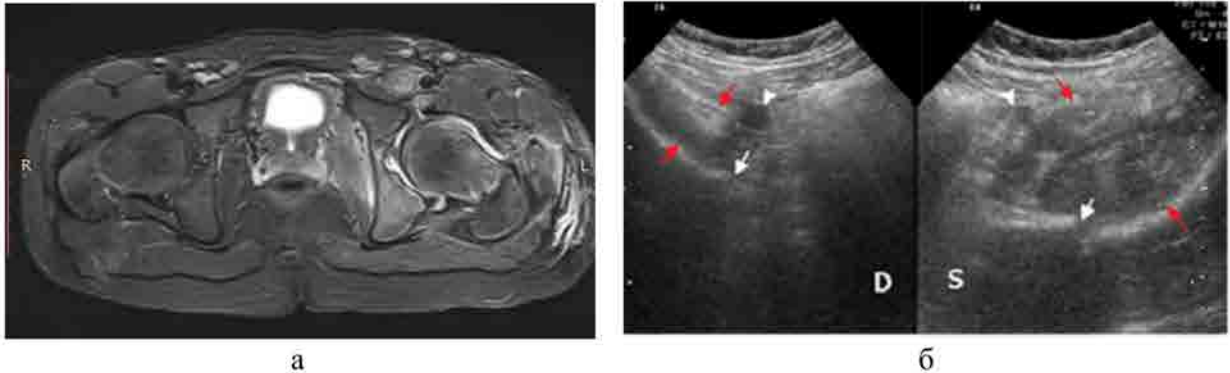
МР-томограммы тазобедренных суставов и сонограммы пациента 15 лет с ОГО левого тазобедренного сустава: а – T2-ВИ FS, AX – трабекулярный отек костного мозга левой лонной кости, без признаков деструкции; б – УЗИ, левосторонний синовит; деструкции не выявлено, поперечные сканы на уровне гребня подвздошной кости с 2-х сторон, исследование в режиме 2-х полей
